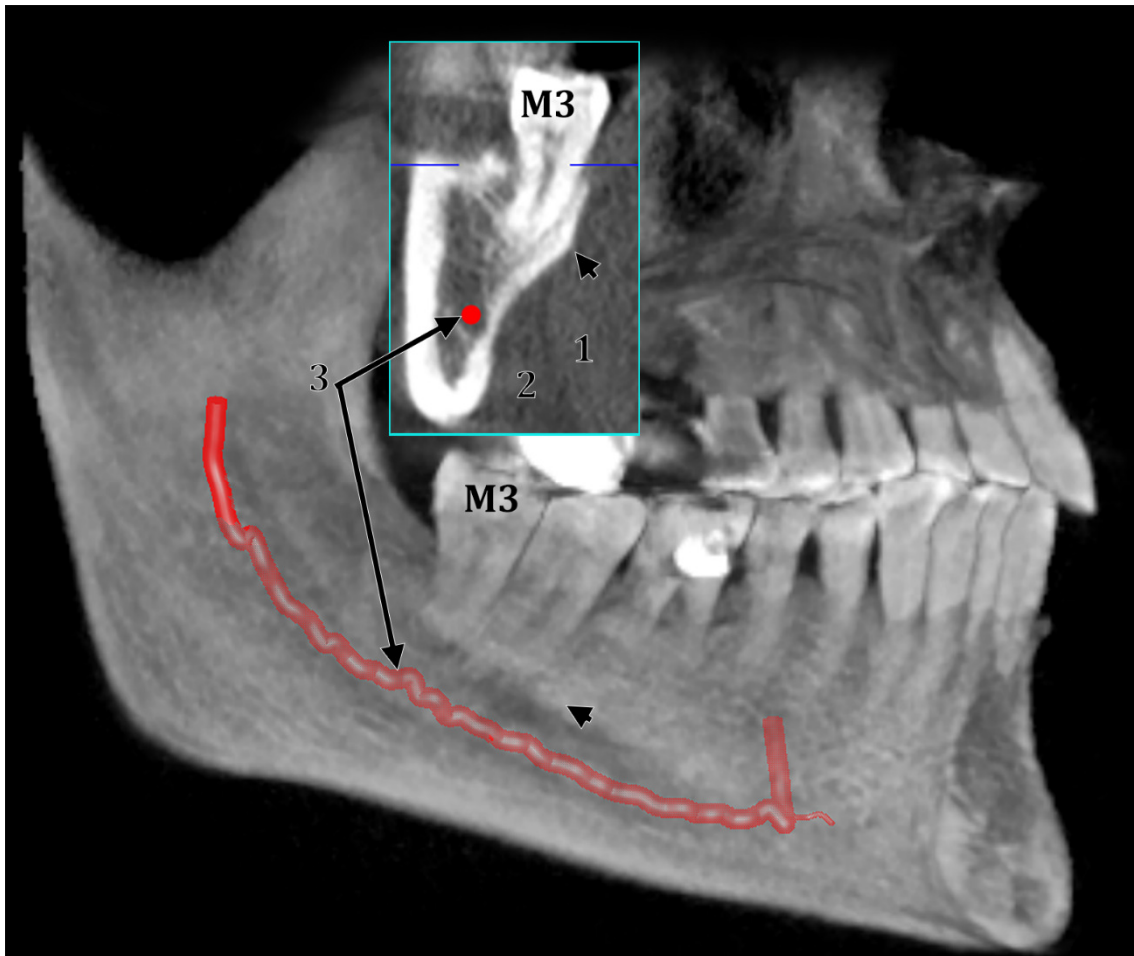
Randare 3D CBCT a faței interne (linguale) a hemimandibulei stângi. În chenar: secțiune ortogonală bucolinguală la nivelul molarului al treilea mandibular (M3). Punctul de maximă proeminență linguală a balconului lingual corespunde crestei milohoidiene (vârf de săgeată). Decupajul lingual al bazei mandibulei a fost măsurat de 4,85 mm. 1.mușchiul milohoidian; 2.glanda submandibulară; 3.canalul mandibular (reconstrucție digitală).
